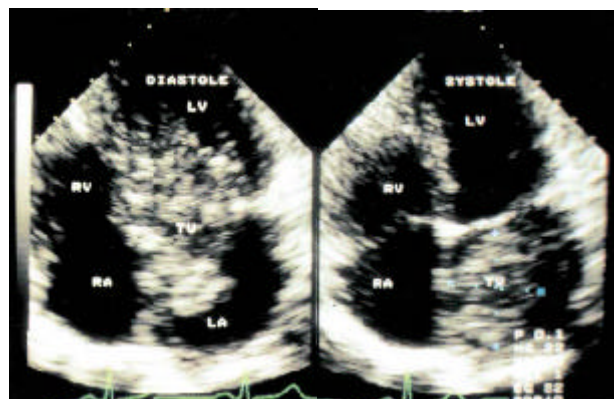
Ecocardiograma 2D. (Vista apical 4 cámaras).
